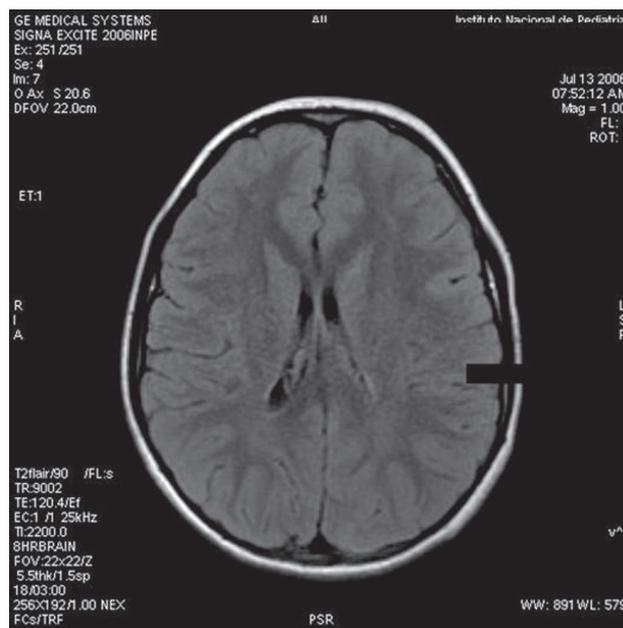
Este caso es representativo de las alteraciones estructurales que se observan en las secuencias de la resonancia magnética T2 y FLAIR en niños sin antecedentes de riesgo para alteraciones cognitivas o neurológicas. Esta niña de 12 años, residente del suroeste de la Cd. de México y clínicamente sana tiene un IQ global de 113, verbal de 56 y de ejecución de 57. Tiene lesiones hiperintensas de la sustancia blanca a nivel prefrontal, detectadas en forma inicial en julio de 2006 y que se han mantenido en los últimos seis años de seguimiento. Aunque su IQ es normal, tiene deficiencias acentuadas en la memoria fluida, cuyo asociación con la región prefrontal es bien conocida.⁶
